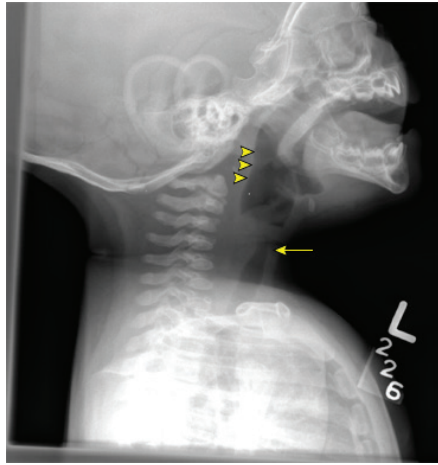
Рентгенограма при крупі (бокова проєкція). Звуження підскладкового простору та здуття гортаноглотки
